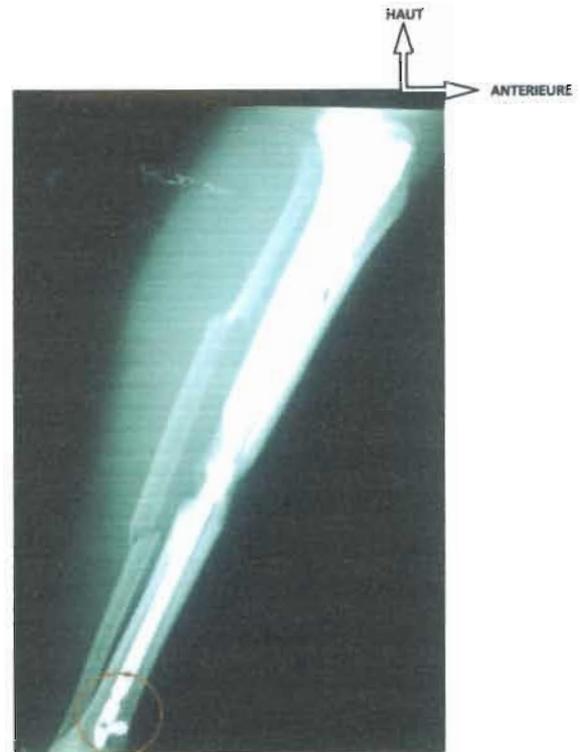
Radiographie de profil des deux os de la jambe gauche après ECM statique du tibia avec comblement du defect osseux par une autogreffe corticospongieuse. Il existe un défaut d'insertion de la vis de verrouillage ce qui rendait le montage dynamique
